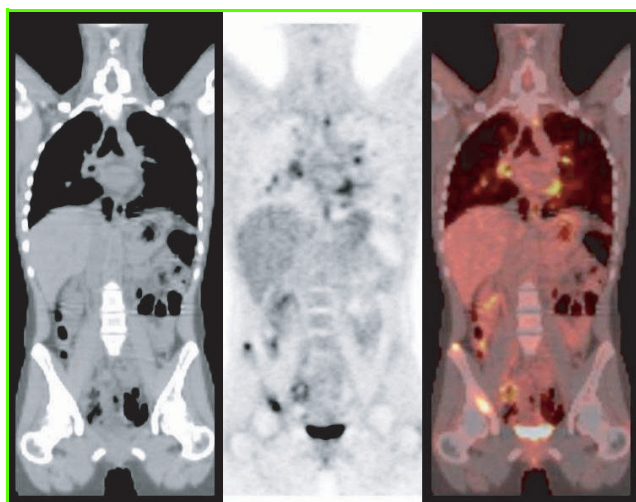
Imagerie CT (RX, sans produit de contraste), TEP (après injection de FDG) et CT/TEP combinée, montrant le thorax d'un patient et identifiant nettement plusieurs tumeurs (ou métastases) parfaitement localisées.
